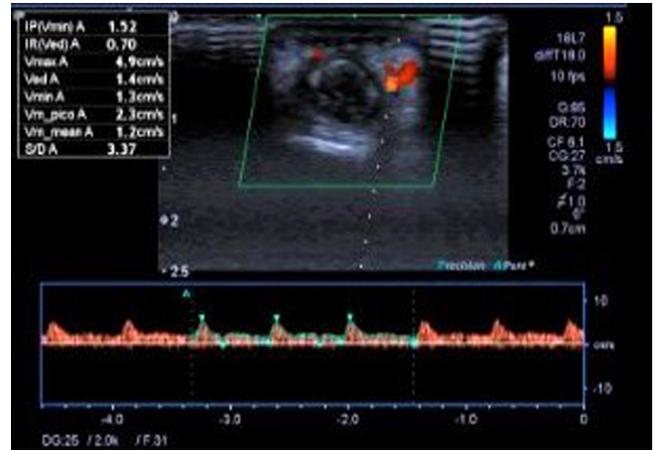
Ecografía Doppler del miembro superior, fluidos disminuidos con ondas *parvus tardus* en las arterias digitales palmares y dorsales del cuarto dedo de la mano izquierda.
